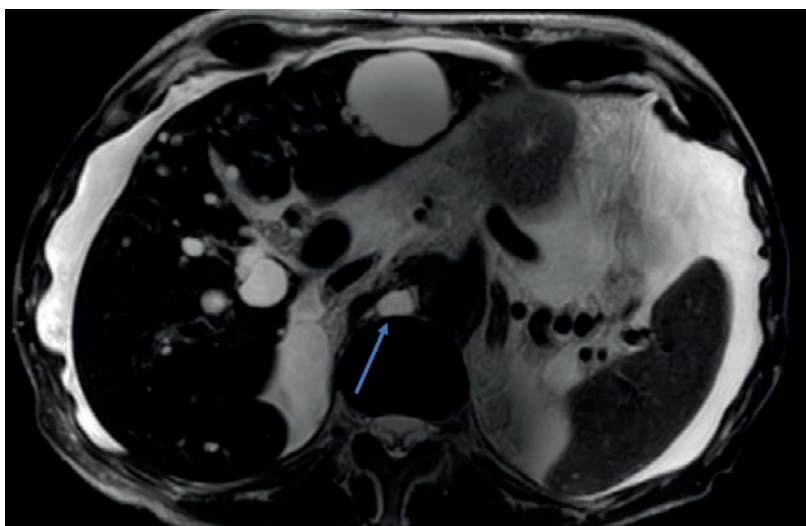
Magnetresonanztomogramm des Oberbauchs (axiale Schichtung) mit Nachweis einer Erweiterung der Cisterna chyli (Pfeil) ohne ersichtliche Obstruktion.
